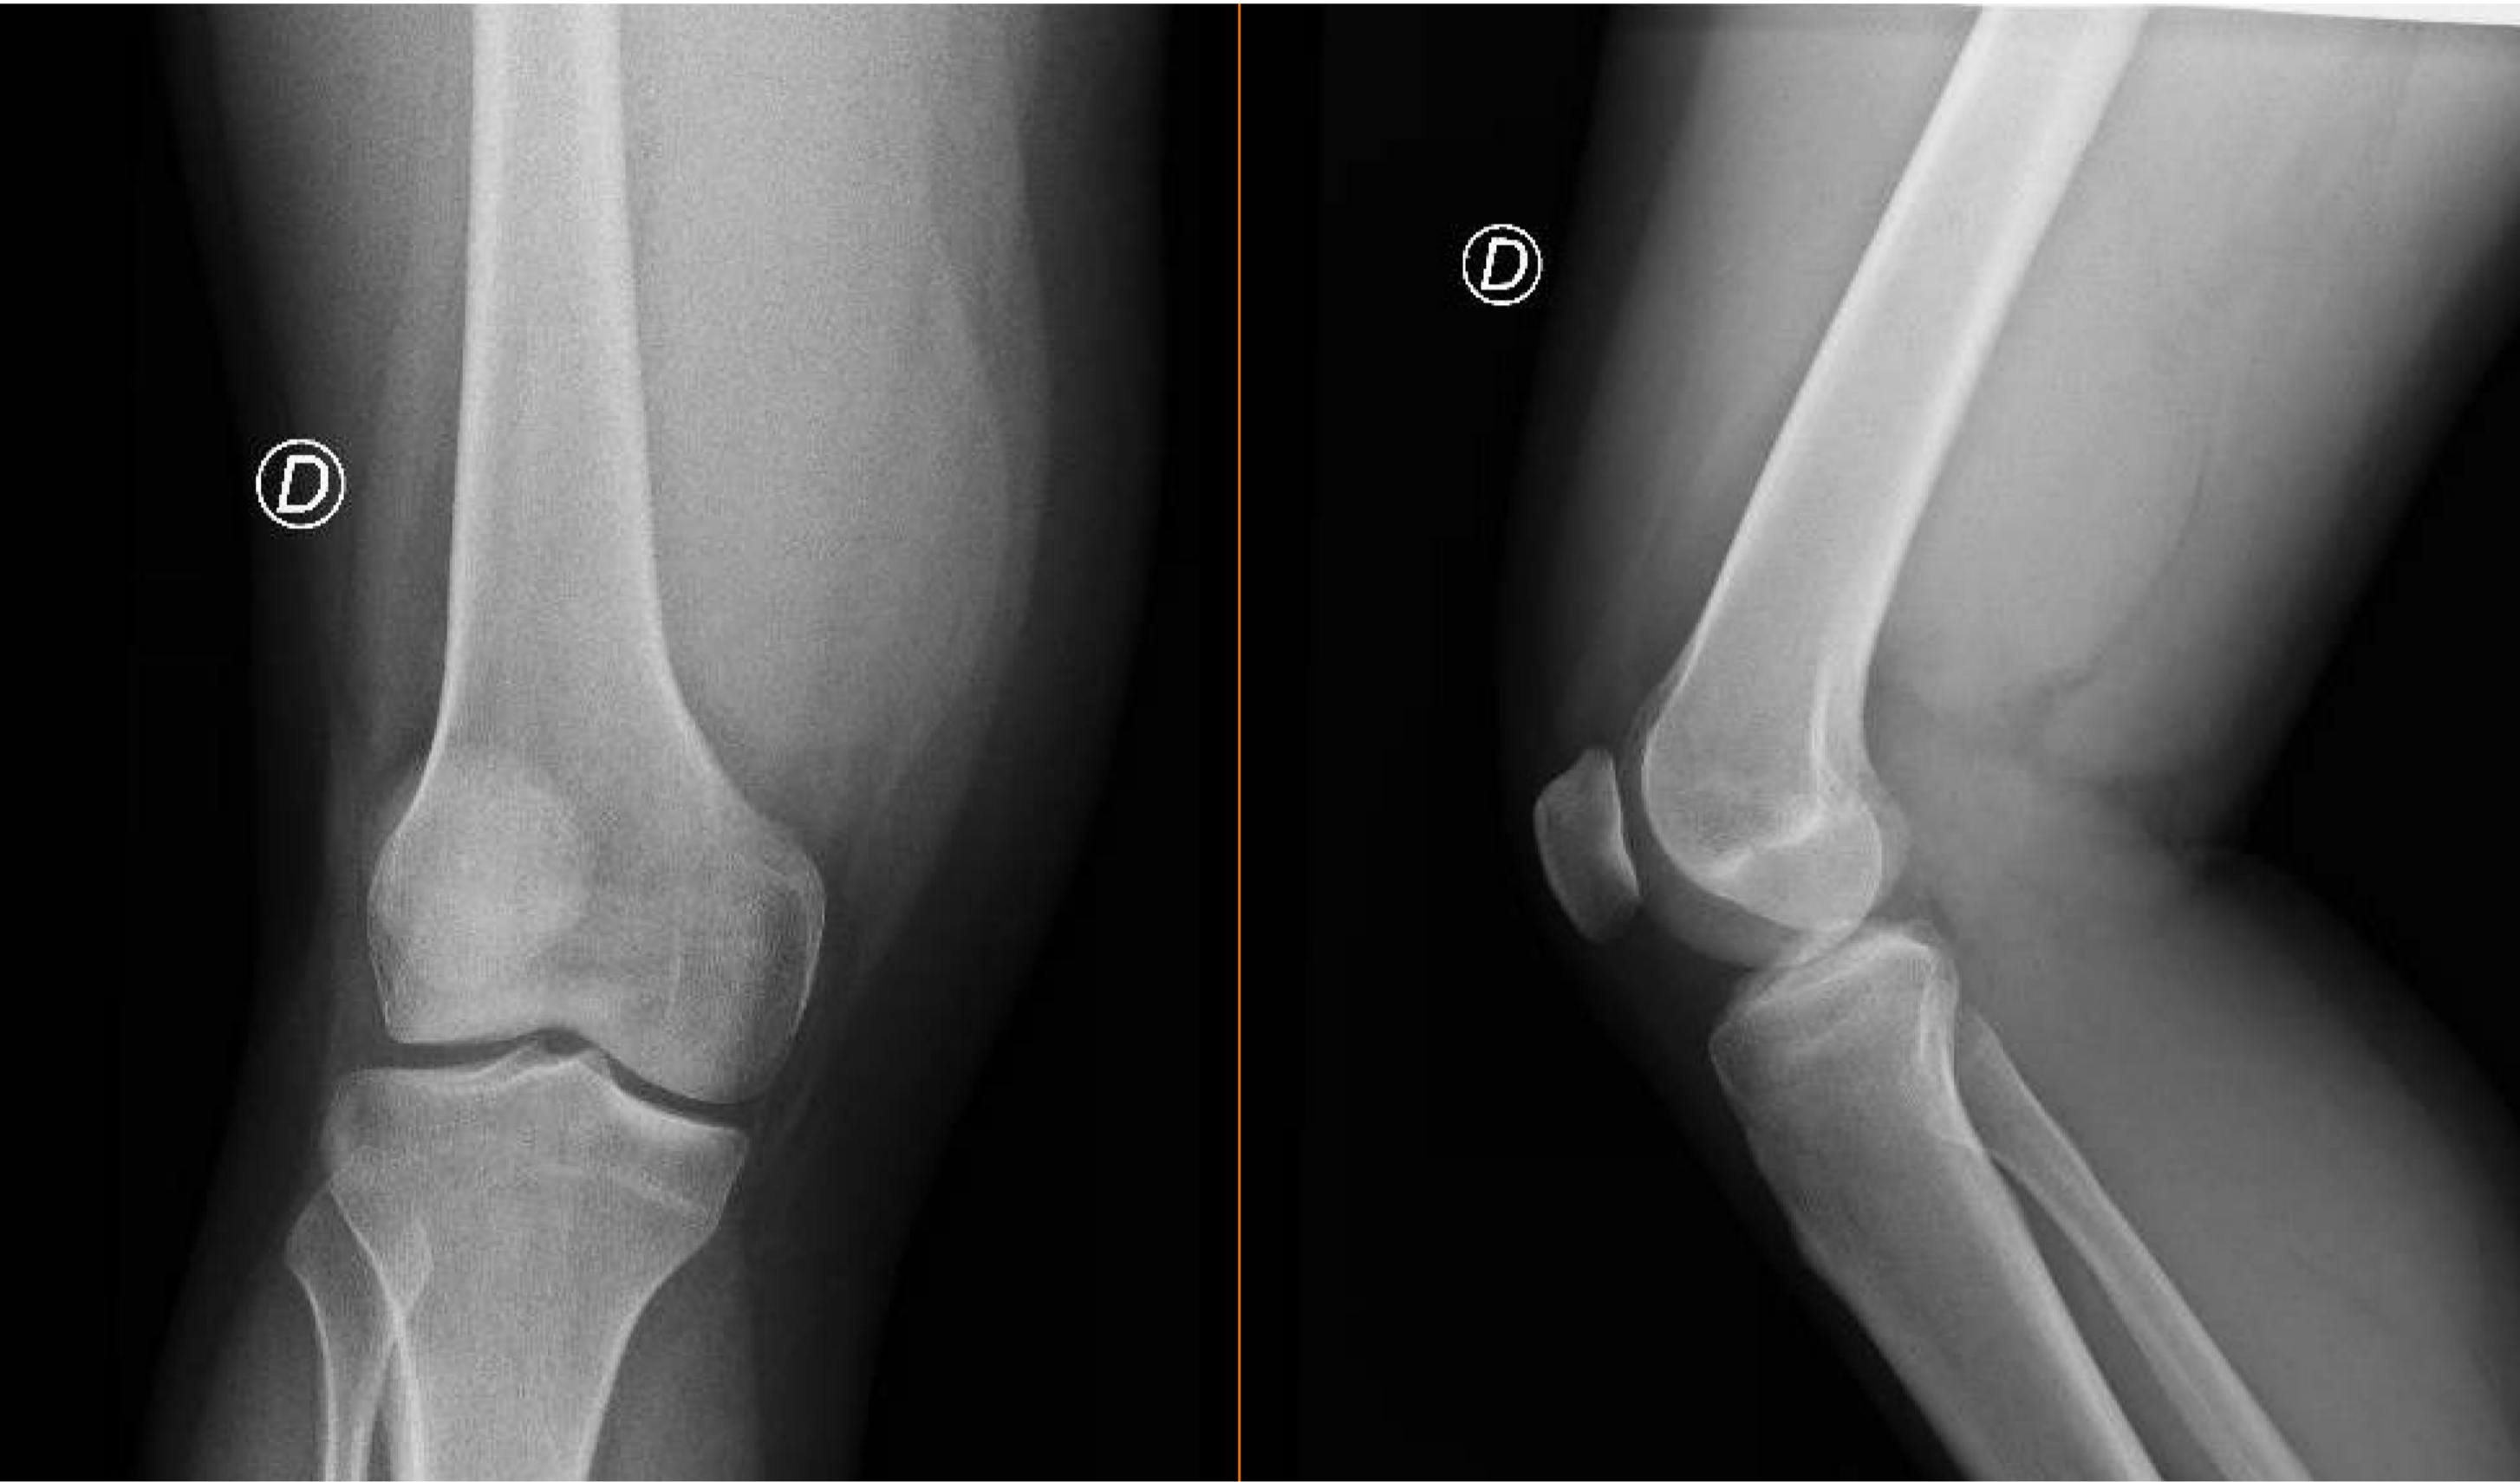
Radiografía inicial en el Servicio de Urgencias en 2023
